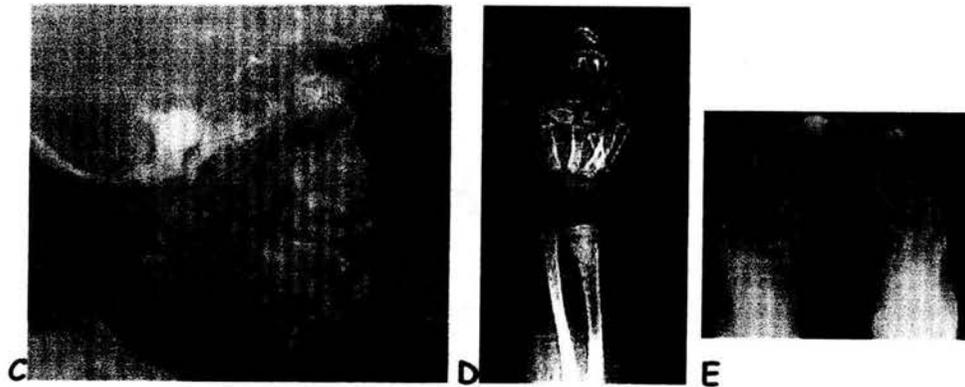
RADIOGRAFÍAS DE DIAGNÓSTICO
